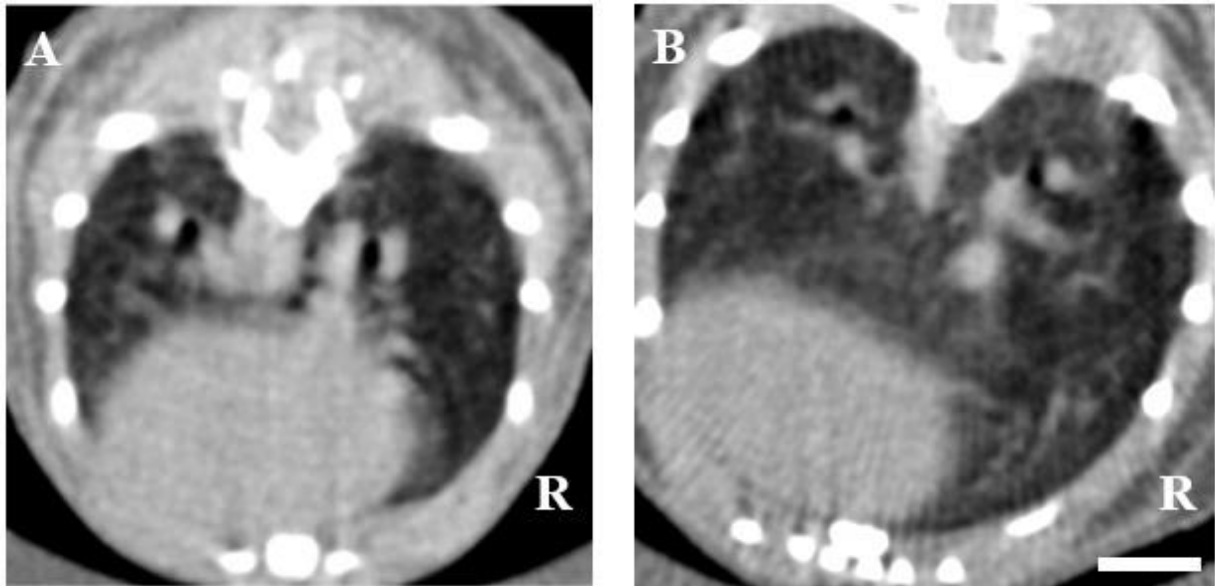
Vergleich der absorptionsbasierten Tomographien einer unbestrahlten Maus in Woche 0 (A) und Woche 24 (B). In der vor der Bestrahlung durchgeführten Aufnahme sind keine pathologischen Veränderungen der Lungenstruktur zu sehen (A). Auch nach 24 Wochen zeigen sich beide Lungen mit gleichmäßiger Struktur und ohne Verschattungen (B). (Längensbalken: 5mm)
